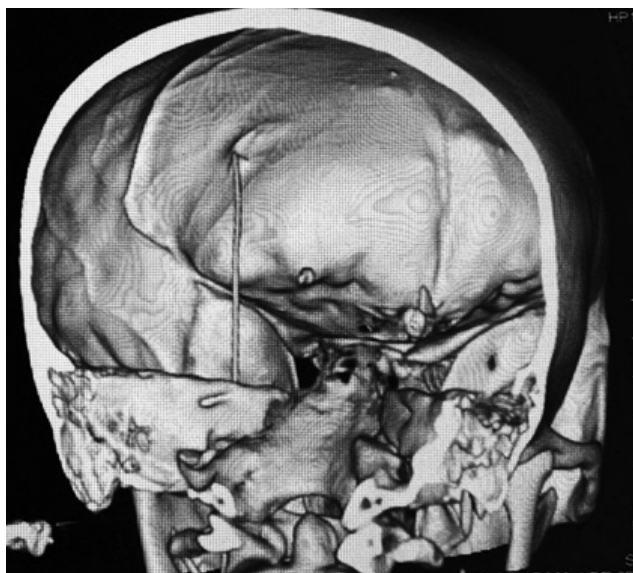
Компьютерная томография головы: 3D-реконструкция в режиме визуализации костных структур (полубоковая проекция). Определяется тень спиралей из проекции аневризмы и дистальная часть металлического сегмента пушера, проходящая через левую височную и лобную доли головного мозга и прободающая лобную кость
